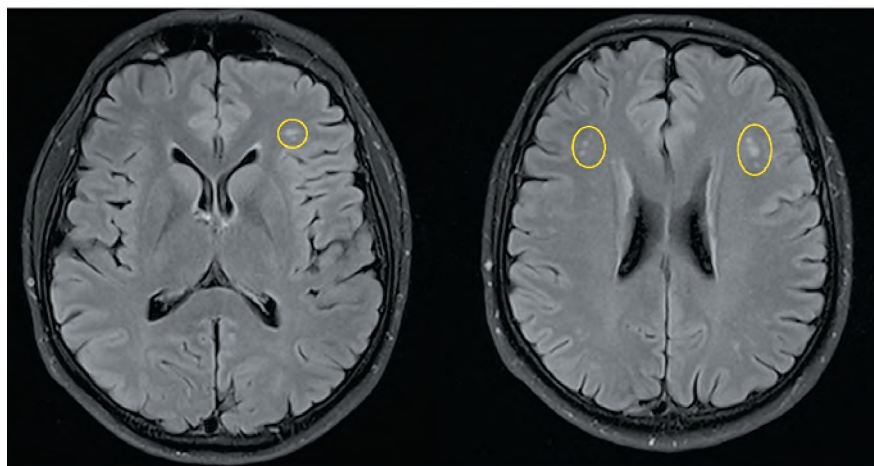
МРТ головного мозга. T2-режим, аксиальный срез. Обведены очаги глиоза в белом веществе
